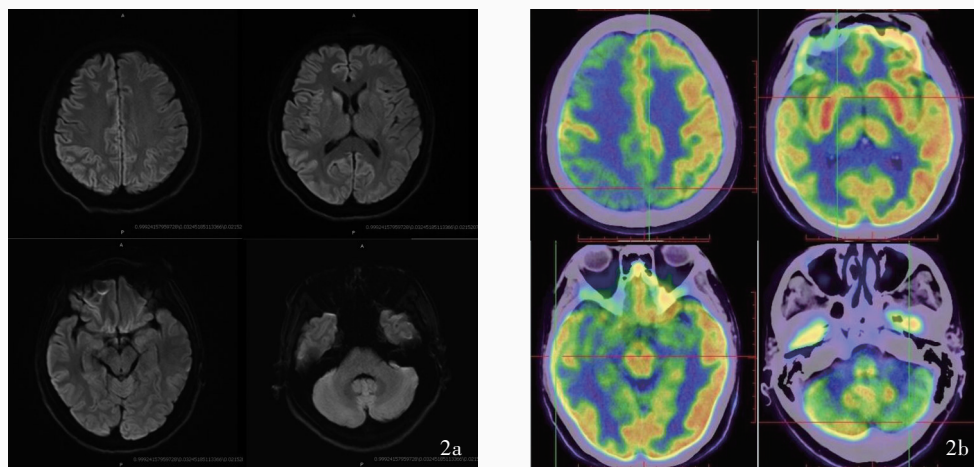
sCJD患者(例3)头部影像学检查所见 2a 横断面DWI显示,双侧额叶、扣带回以及右侧顶叶、基底节区高信号,小脑未见异常信号 2b ¹⁸F-FDG PET显示,右侧大脑皮质弥漫性代谢降低,左侧额顶叶部分代谢降低;双侧基底节区、丘脑代谢降低,尤以右侧显著;左侧小脑皮质弥漫性代谢降低(蓝色区域所示)
